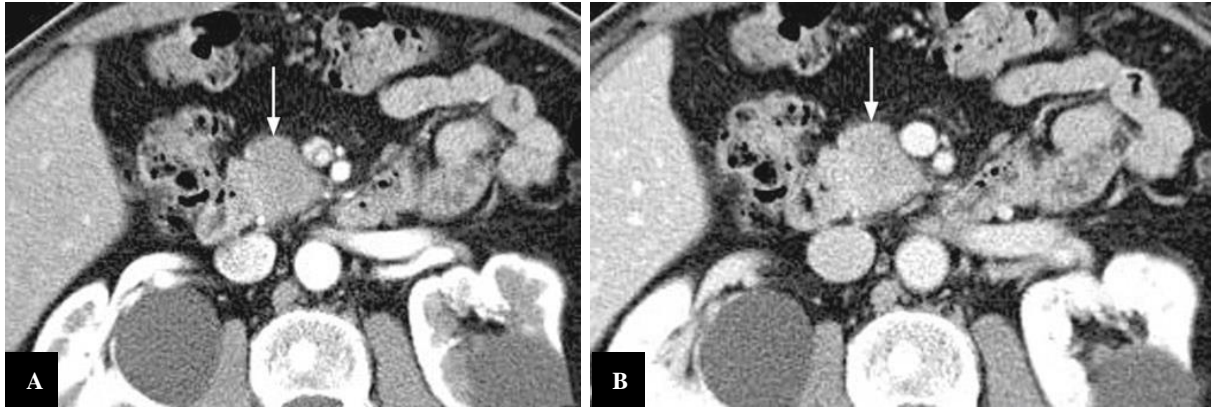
TDM d'un ADCP. Lésion pancréatique céphalique ronde, hypovasculaire (flèche) aux temps pancréatique (A) et veineux (B). Les vaisseaux mésentériques supérieurs sont respectés. À noter des kystes séreux rénaux bilatéraux (74).
